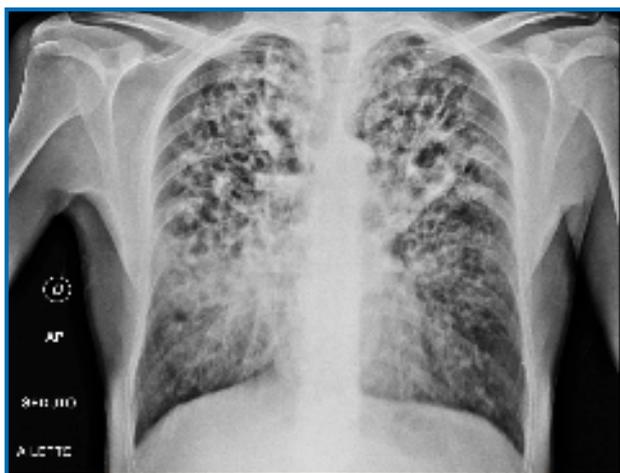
a – Prima del BAL la radiografia del torace mostrava un addensamento in campo medio dx ed in regione intercleido-ilare bilaterale.
